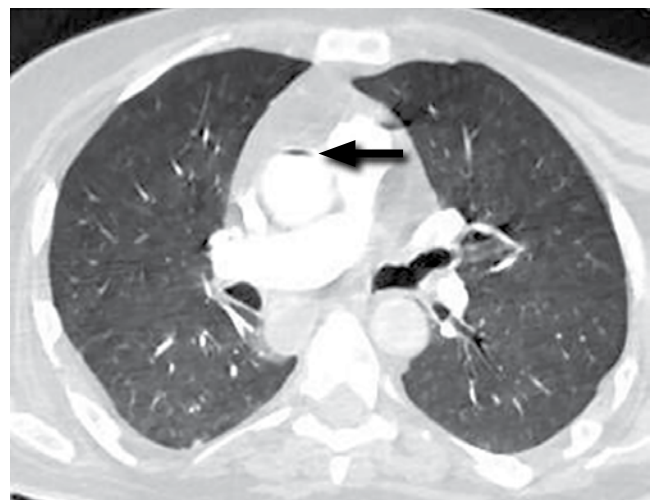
МСКТ грудной клетки: в просвете восходящей аорты определяется горизонтальный уровень с небольшим количеством воздуха тонкой полоской
